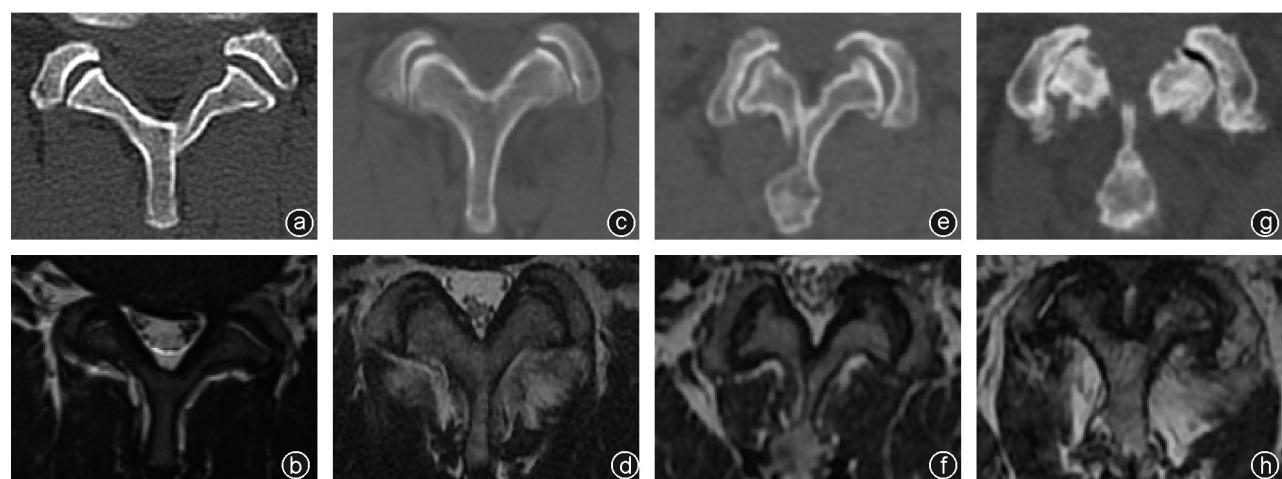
腰椎小关节骨关节炎 Weishaupt 分级典型病例 CT 和 MRI 图像 a、b 为 0 级, c、d 为 I 级, e、f 为 II 级, g、h 为 III 级
